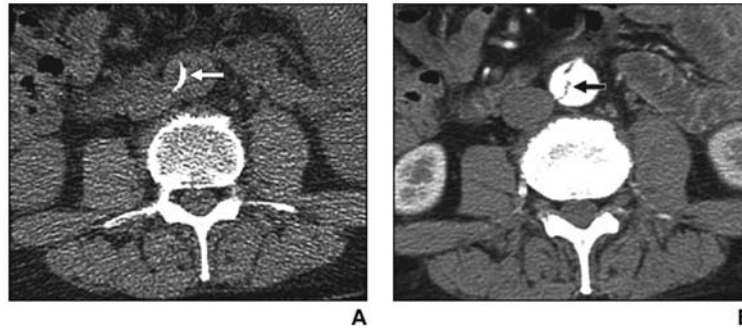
A – CT nativă cu doză mică de radiații ionizante – deplasarea intimei calcificate (săgeata albă), disecție de tip B Stanford. B- CT după administrarea substanței de contrast – intima deplasată, care separă lumenul fals și adevărat (săgeata neagră)
